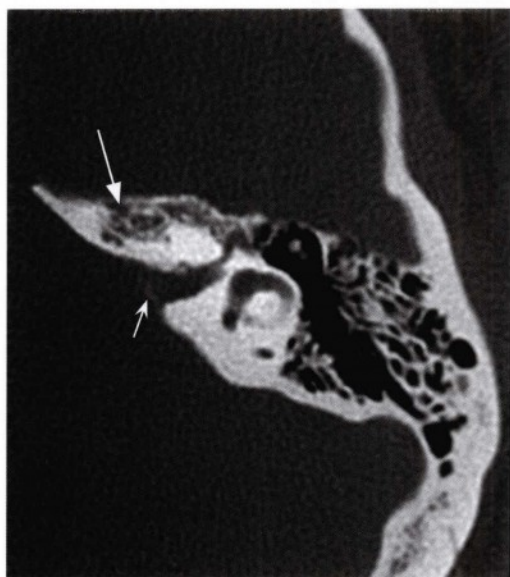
左颞骨轴位CT平扫，显示内听道部位有轻微的钙化或是骨化（凹箭头），同时颞骨岩尖密质骨内可见渗出性透亮改变（直箭头）。
